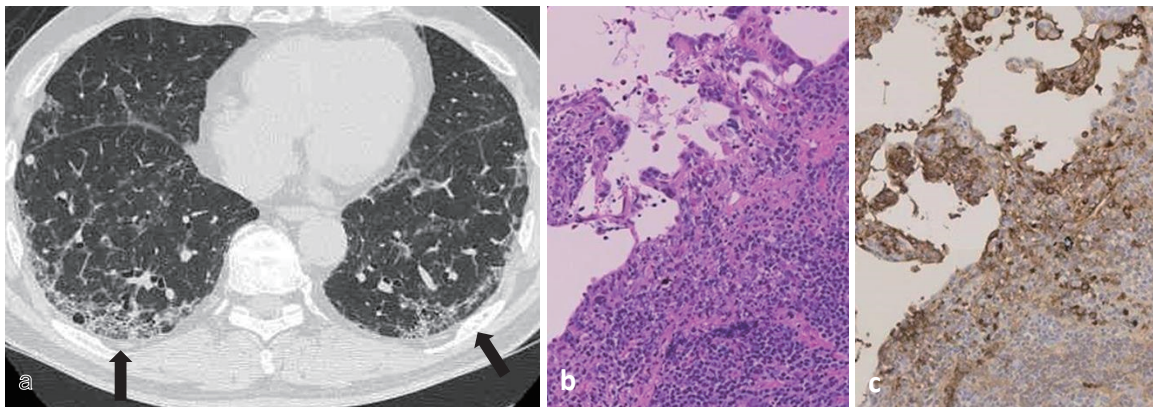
間質性肺炎症例の胸部CTと外科的肺生検（H-E染色とIgG4染色）（自験例）
